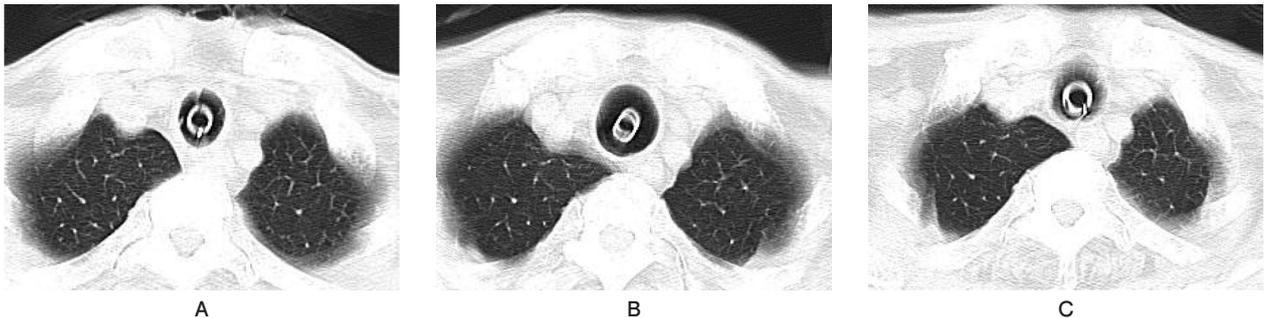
CT images at the level of the tracheal tube cuff
